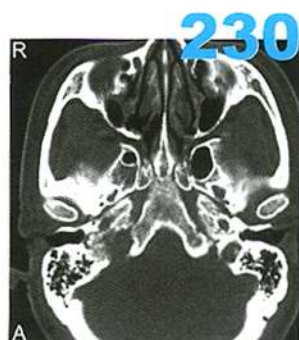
右侧颈静脉球瘤。A CT轴位骨窗示右侧颈静脉孔区扩大和浸润性骨质破坏
